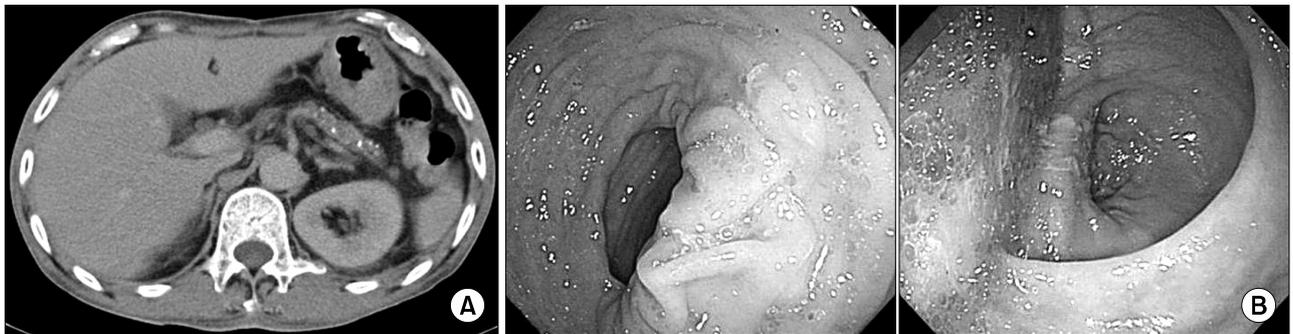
(A) Enhanced Abdominal pelvic CT revealed granular calcification and generalized atrophy in the pancreas without a dilated pancreatic duct and pancreas swelling. (B) Colonoscopic finding was revealed microvesicular fat drop without mucosal lesion.
